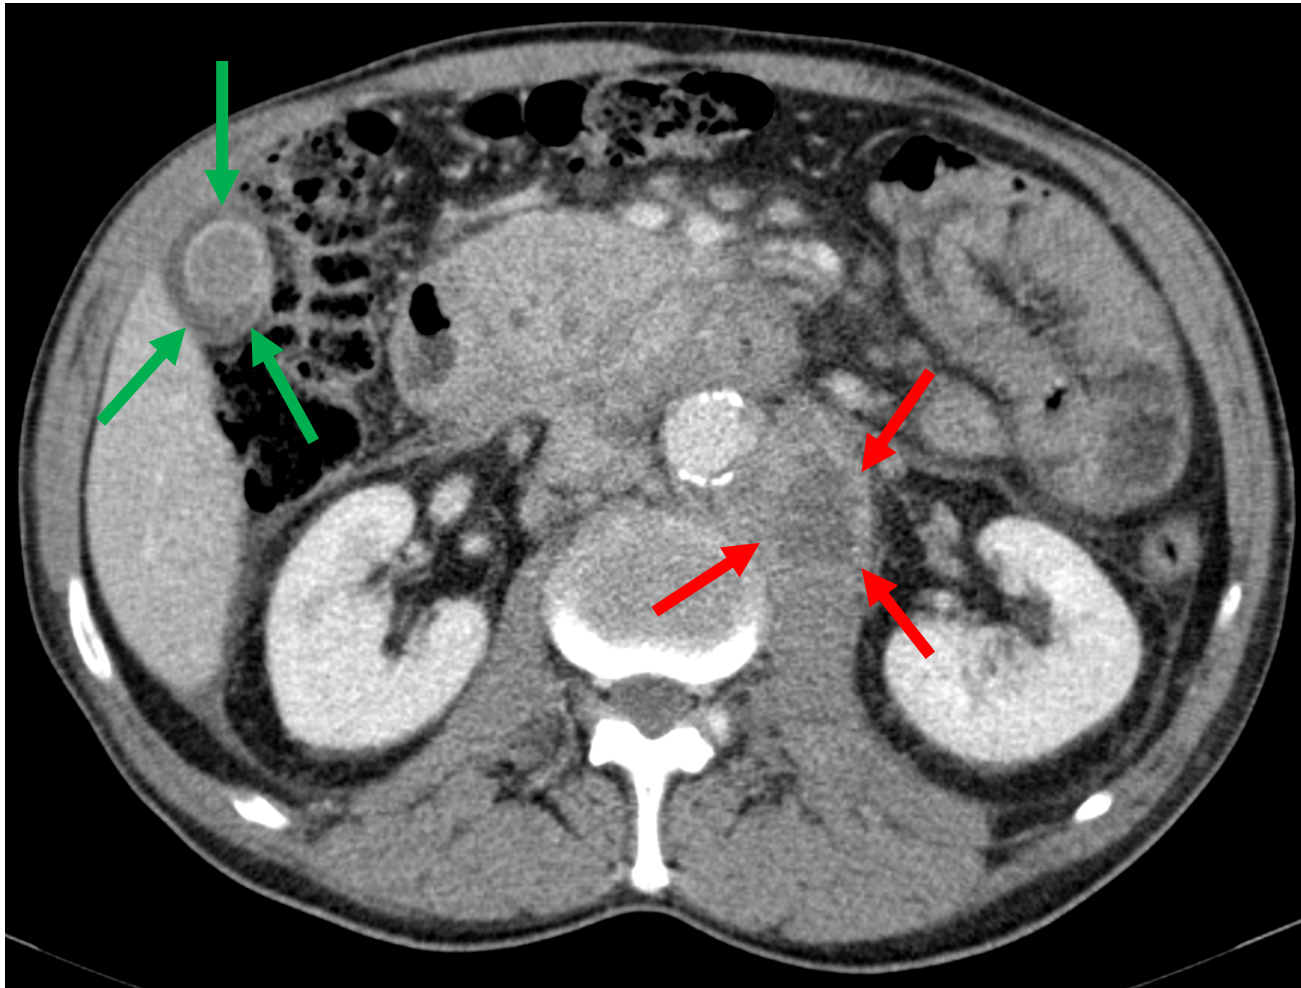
TC abdominal que muestra colección (flechas rojas) a nivel retroperitoneal, paraaórtica izquierda, en continuidad con el psoas con contenido heterogéneo compatible con colección necrótica infectada en el contexto de pancreatitis necrotizante. También se visualiza edema de paredes vesiculares (flechas verdes).
